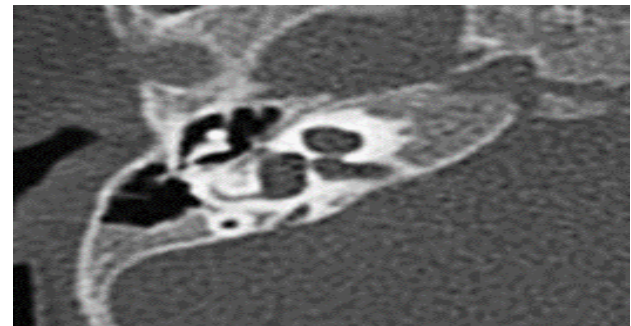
The appearance of mondini malformation in Temporal HRCT
